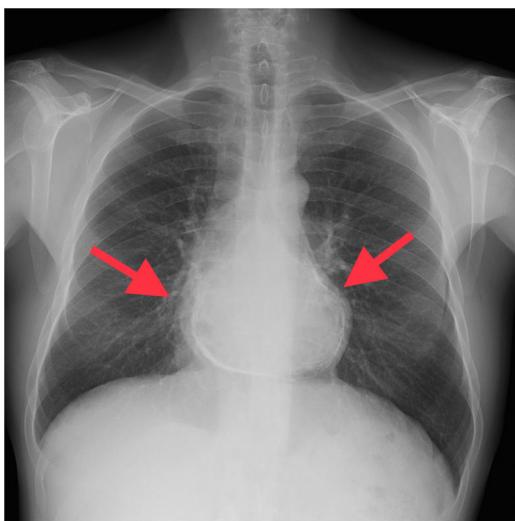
Radiografía de tórax anteroposterior de un paciente con pericarditis constrictiva donde podemos observar (flechas rojas) las abundantes calcificaciones pericárdicas.
